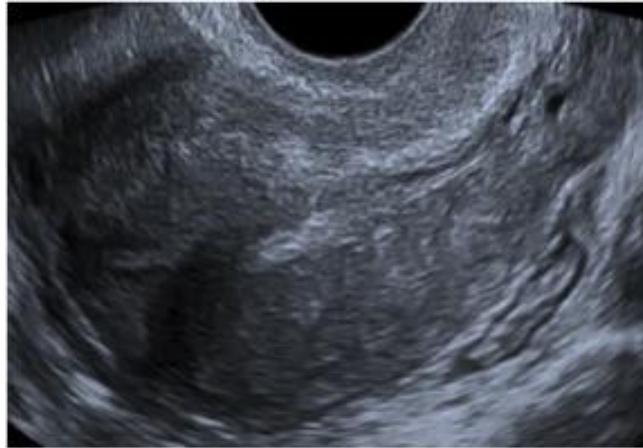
Толщина «ложного» аваскулярного м-эхо 5 мм, за счет обширного фиброзирования полости матки и вовлечения в процесс субэндометриальной зоны, 2ДУЗИ
